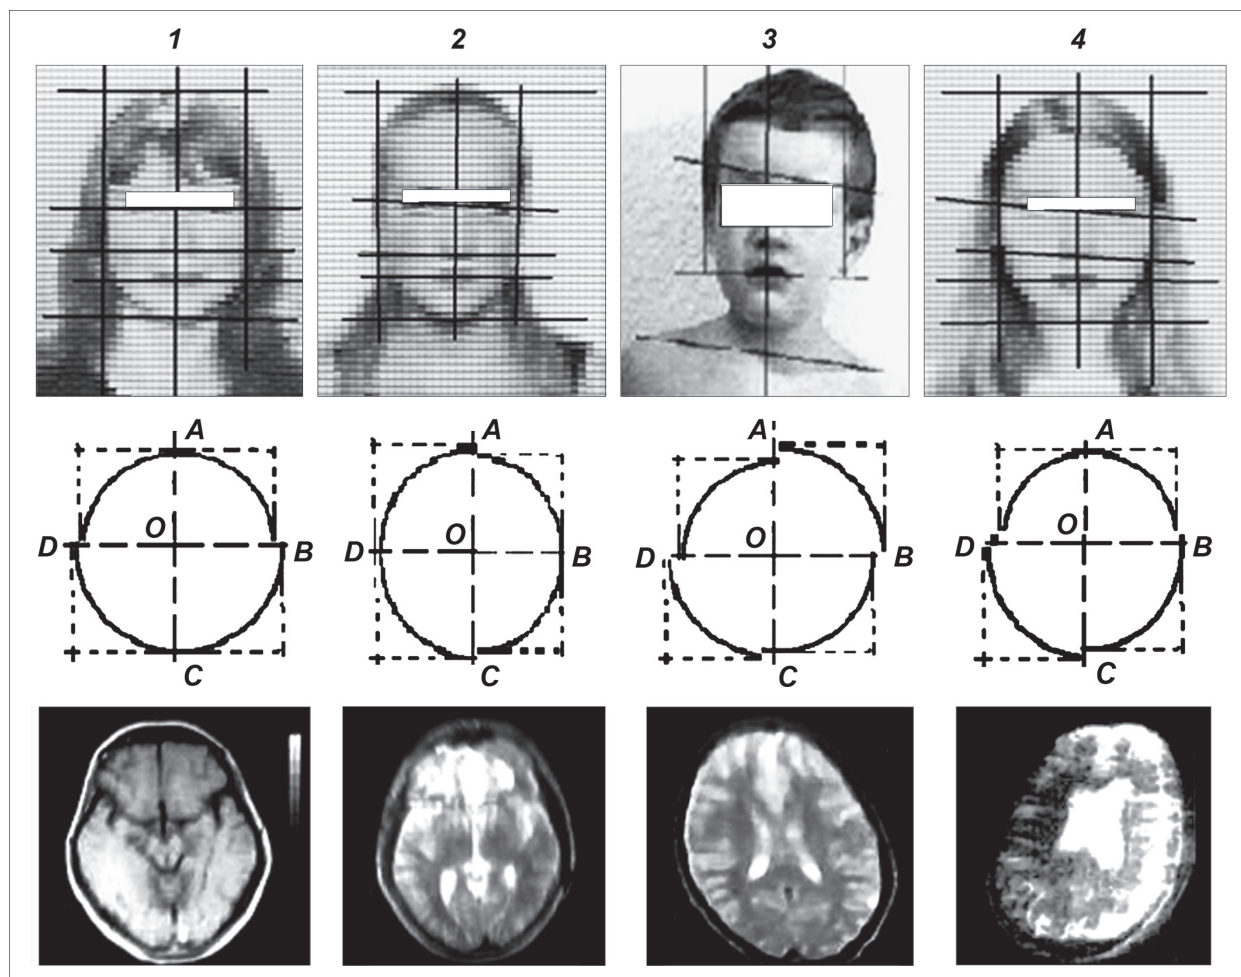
Результаты визуального, краниоцефалометрического и МРТ-графического анализа.
